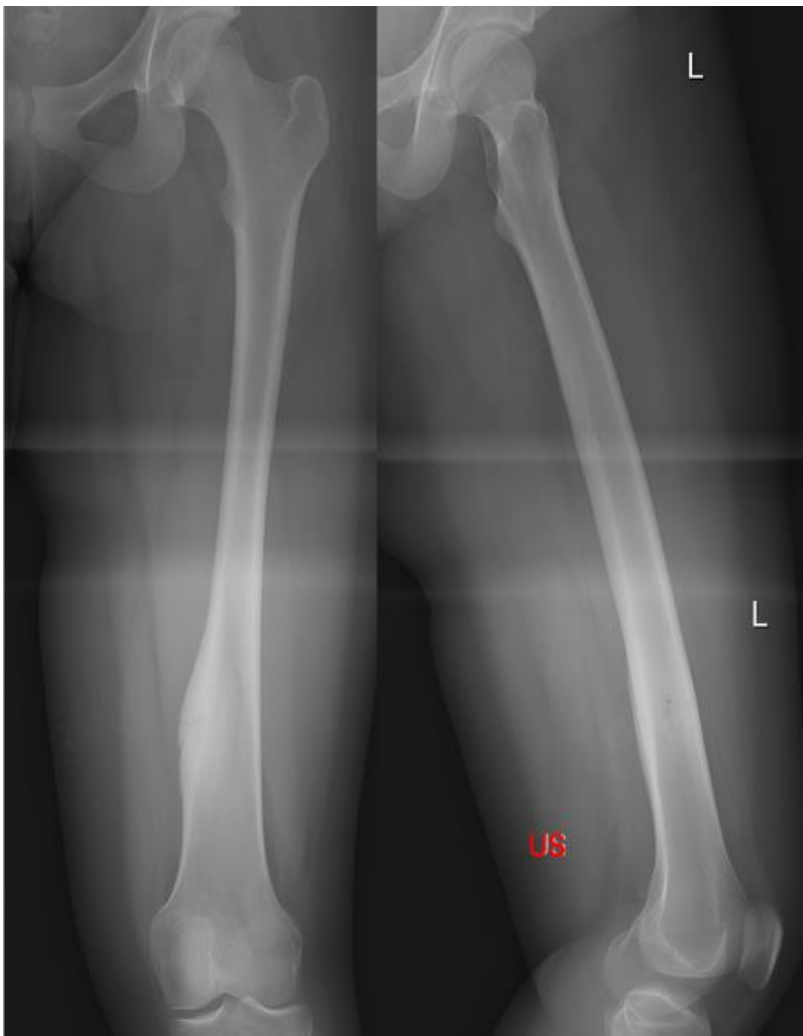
♂ 17a - Röntgenaufnahme eines OOs im Femur; zur Verfügung gestellt von der Universitätsklinik für Orthopädie und Traumatologie Graz
